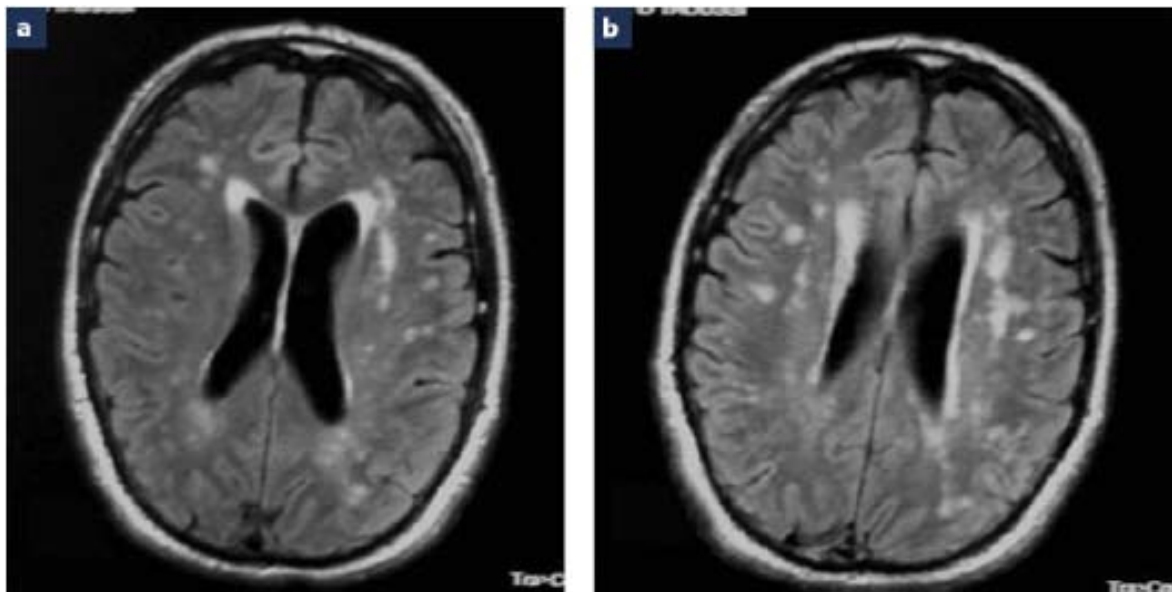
Imagerie par résonance magnétique(IRM) enchéphalique en coupes axiales FLAIR montrant des hypersignaux T2 et FLAIR de la substance blanche des centres ovaux et en périventriculaire associée à une atrophie cortico-sous-corticale dans un cas de démence neurosyphilitique [1]
